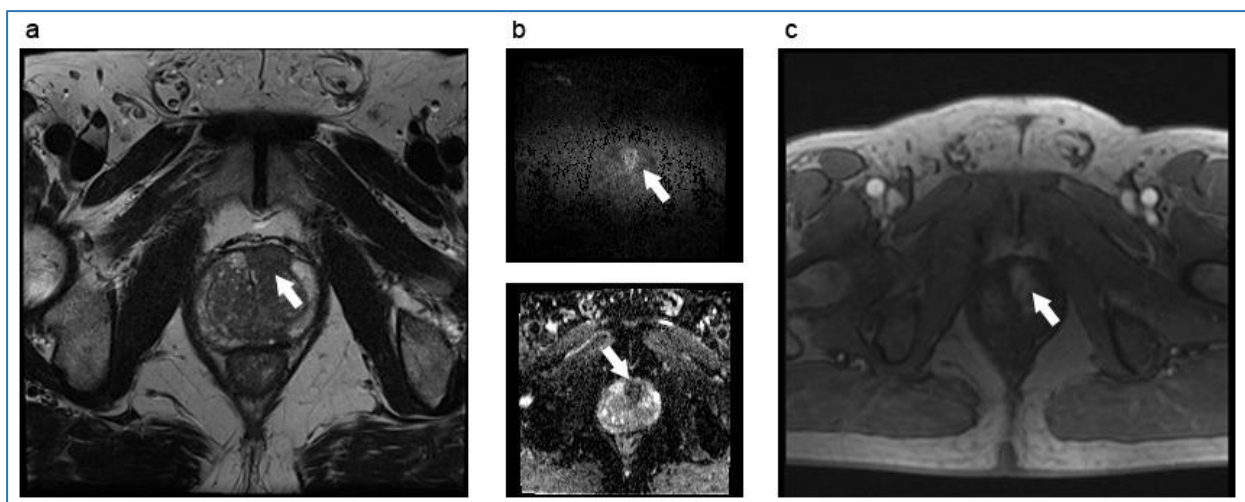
mpMRT mit links-anterior gelegener Läsion (weißer Pfeil), PI-RADS 5, GS 3+4=7a; a) axiale T2w-Turbo-Spin-Echo (TSE)-Sequenz: Läsion imponiert hypointens; b) axiale DWI-MRT: oben-> signalreiche Darstellung mit hohem berechneten b-Wert von 1.400 s/mm², unten-> reduzierter ADC-Wert (apparent diffusion coefficient) bedingt durch eine herabgesetzte freie Molekularbewegung in zellreichem Gewebe z.B. Tumoren; c) axiale DCE-MRT mit frühem KM-Enhancement innerhalb der Läsion (Quelle: eigene Abbildungen)
